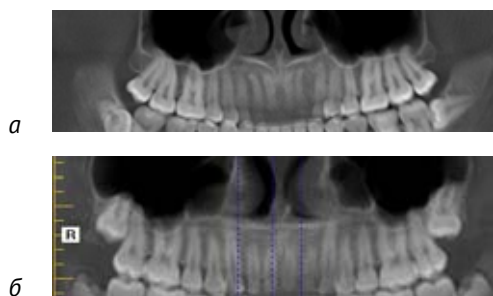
Фрагменты КЛКТ-томограмм верхней челюсти при прорезавшихся третьих молярах (а) и их ретенции (б).
